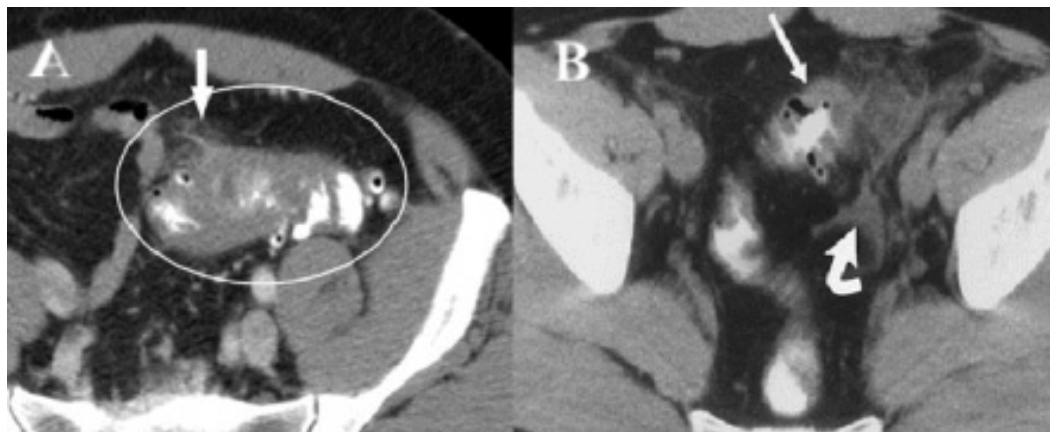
DIVERTICULITE. TC COM CONTRASTE VR. A) SIGMOIDE COM PAREDES ESPESSADAS (ELIPSE) E DIVERTÍCULOS, NOTANDO-SE AINDA BORRAMENTO DA GORDURA ADJACENTE (SETA); B) MESMO PACIENTE, CORTE EM OUTRO PLANO, EVIDENCIANDO SIGMOIDE COM PAREDES ESPESSADAS (SETA RETA), BORRAMENTO DA GORDURA ADJACENTE E LÍQUIDO LIVRE (SETA CURVA).
